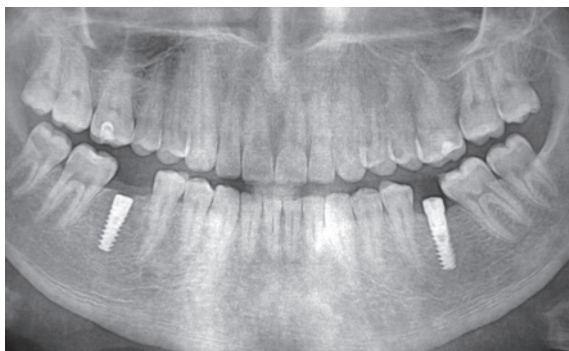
Pacient M. Ortopantomografia post-implantară (OPG2)
